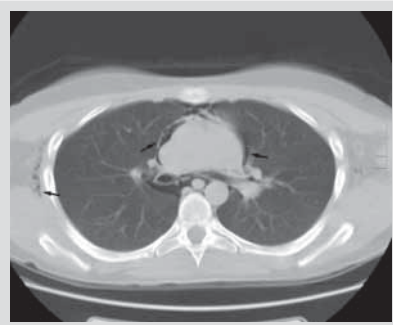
CT mediastina v mediastinálním „okně“ jsou hypodenzity kolem struktur horního mediastina a v měkkých tkáních hrudníku odpovídající vzduchu
